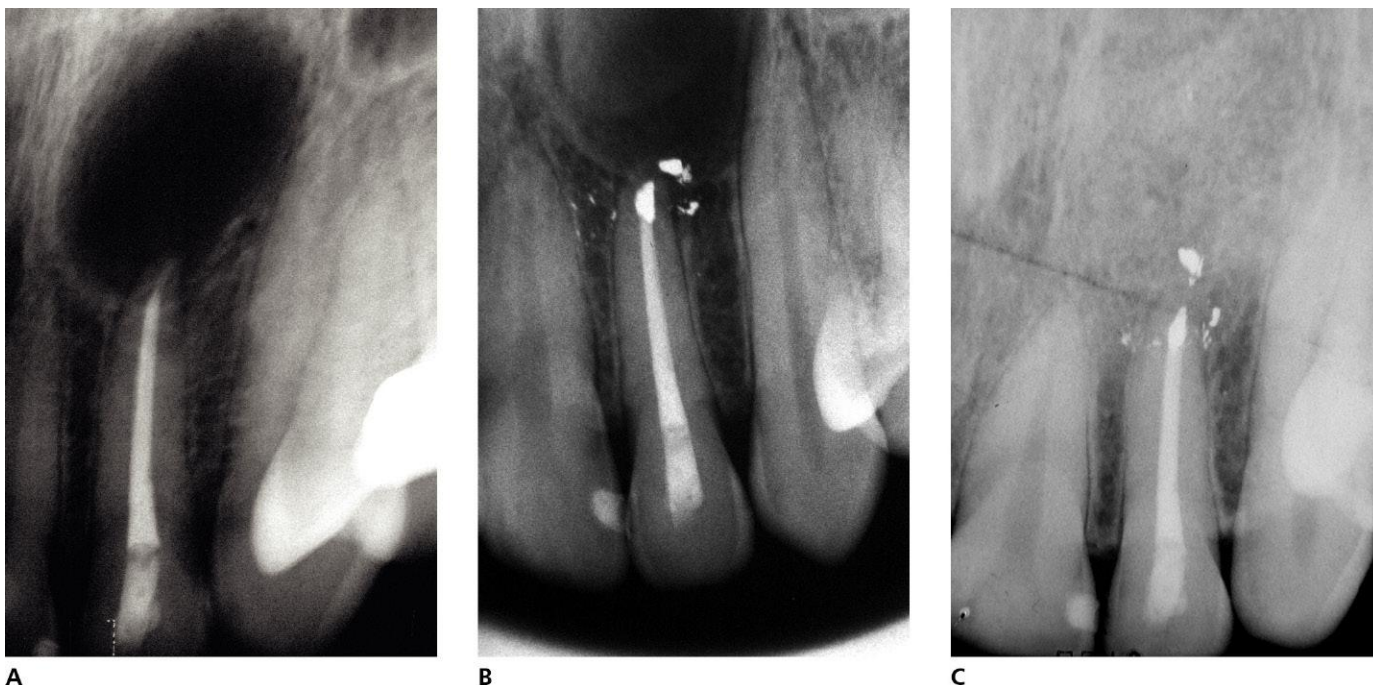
Obturación retrógrada con amalgama de plata. A. Radiografía inicial. B. Radiografía de comprobación de la obturación. C. Radiografía a los 2 años.
